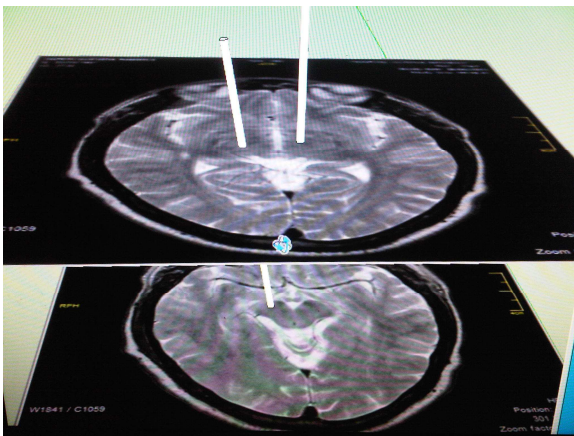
RMN postoperatoria mostrando los trayectos de entrada del electrodo para núcleo subtalámico y Campos de Forel
